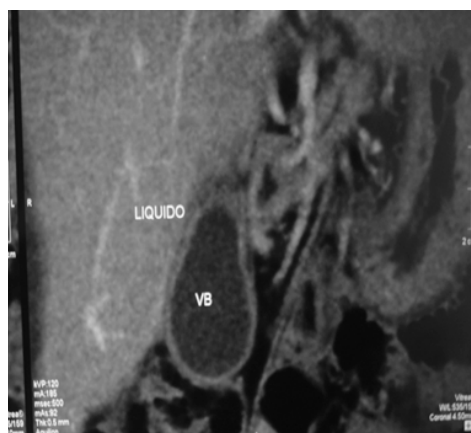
TC do abdome com contraste venoso e reconstrução sagital/oblíqua: colecistite alitiásica.
